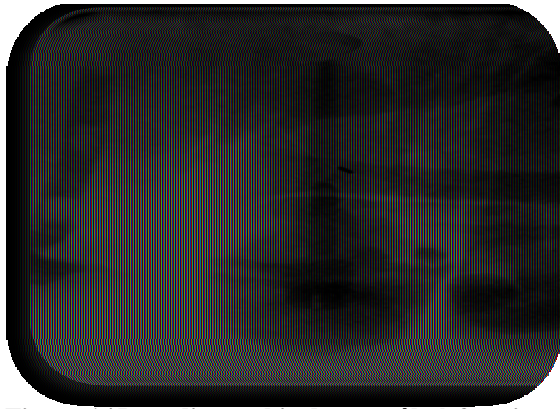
radiographie de contrôle à 3 mois
